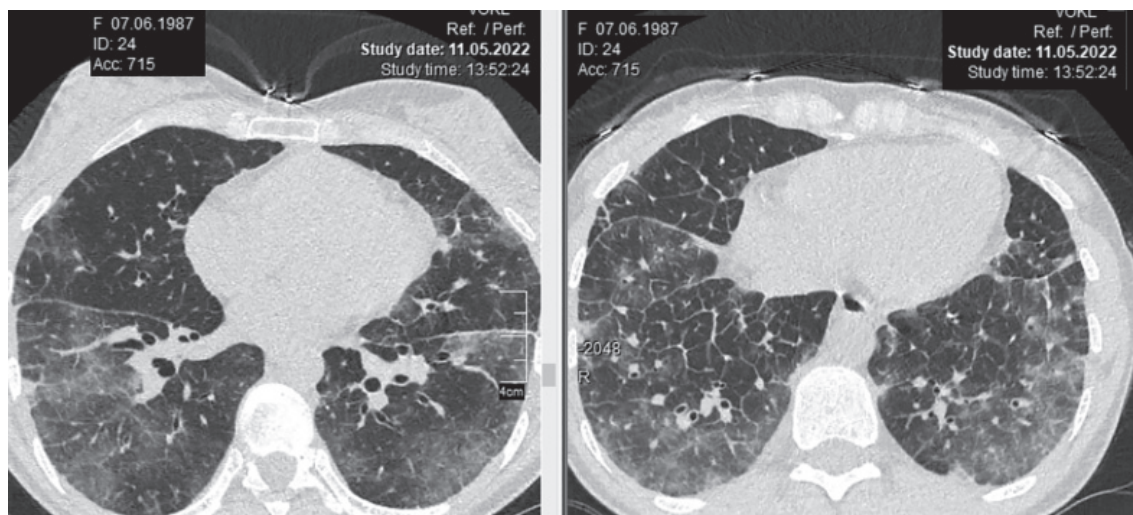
Пацієнтка К., 35 років. КТ: лімфогенний карциноматоз легень
